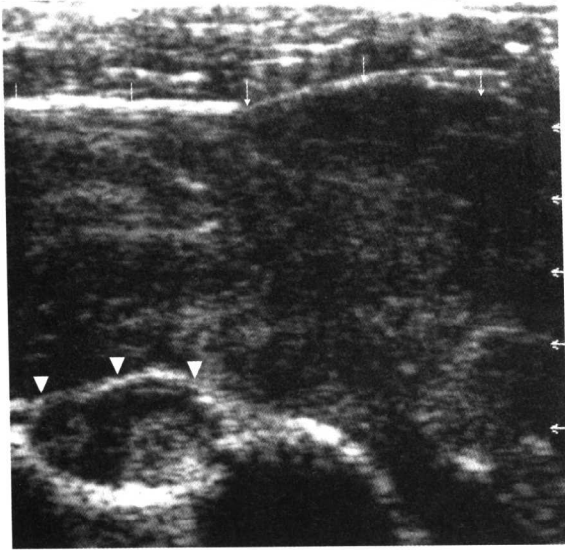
多发性骨髓瘤病人，对称性淀粉样肩关节病肩前方横切面超声像，肩峰下三角肌下囊（箭）和二头肌长头腱鞘明显肿胀，致横韧带（箭头）前移。滑膜上见以低回声为主伴略强回声的淀粉样沉积。
